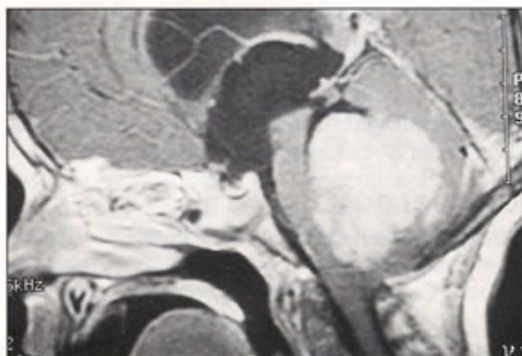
IRM T2 + gado : médulloblastome.
